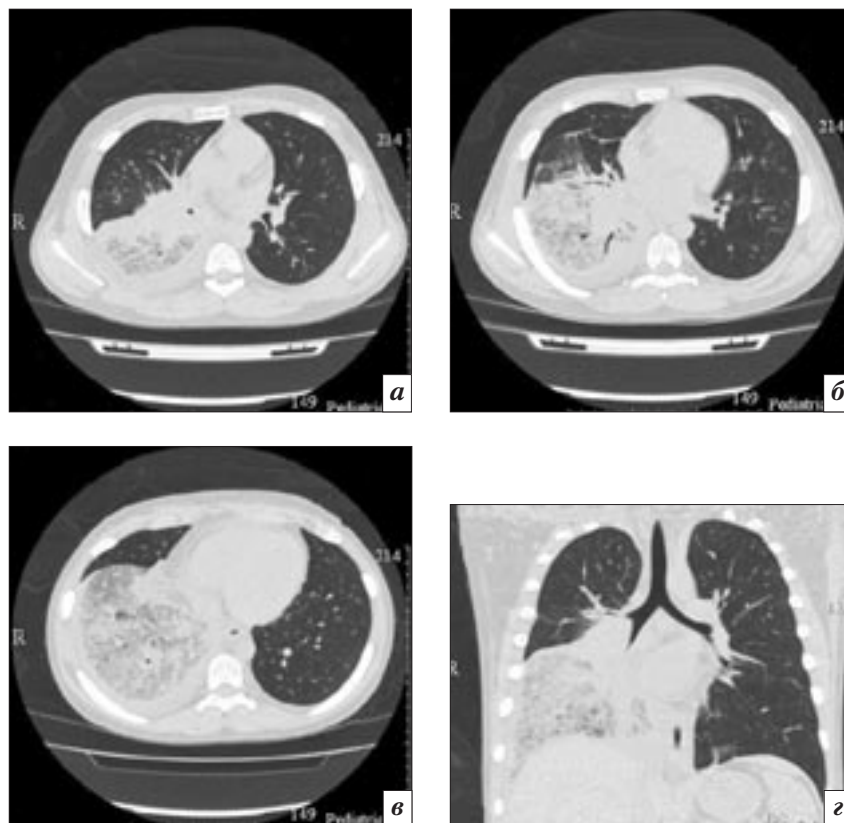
МСКТ грудной полости на 44-е сутки госпитализации, легочный режим: в аксиальной плоскости (а, б, в) и мультипланарная реконструкция во фронтальной плоскости (г). Определяются неоднородное уплотнение легочной ткани, занимающее весь объем средней и нижней долей правого легкого, на фоне которого видны просветы сегментарных и субсегментарных бронхов. Визуализируются жидкость в правой плевральной полости, сужение правого нижнедолевого бронха
